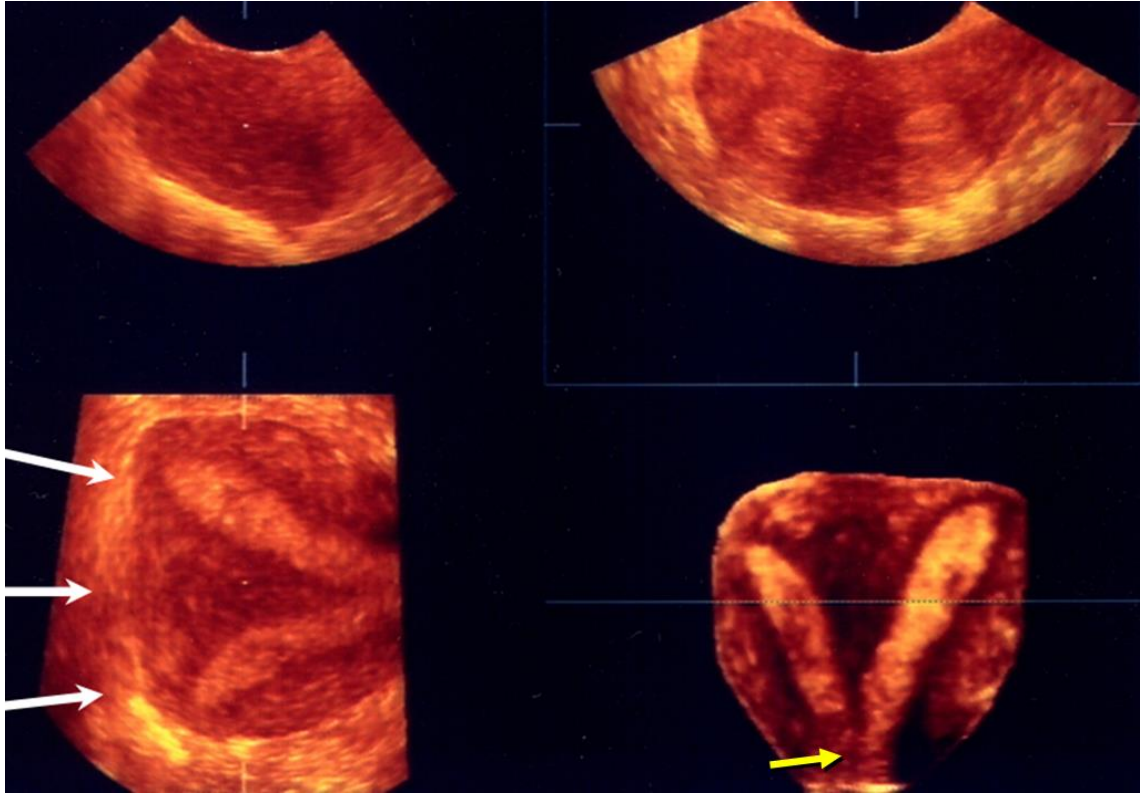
Ecografía 3D de un útero septo total. Se observa la presencia del septo uterino completo, un fundus uterino plano (flechas blancas) y doble canal cervical (flecha amarilla).
